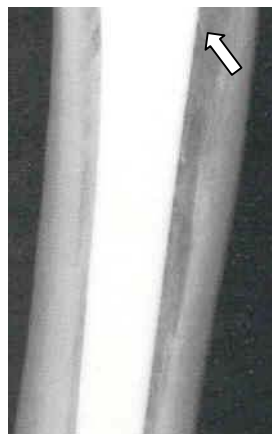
Radiographie de face : présence d'ossifications endostées.
